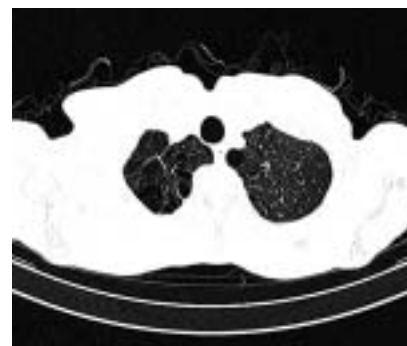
Компьютерная томография (КТ): дистальная ацинарная ЭЛ.
